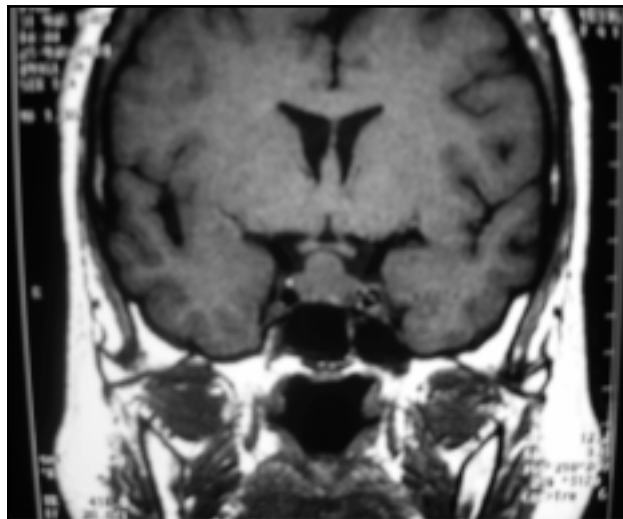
Resonancia magnética nuclear (RMN) de hipófisis (corte coronal): lesión selar.
